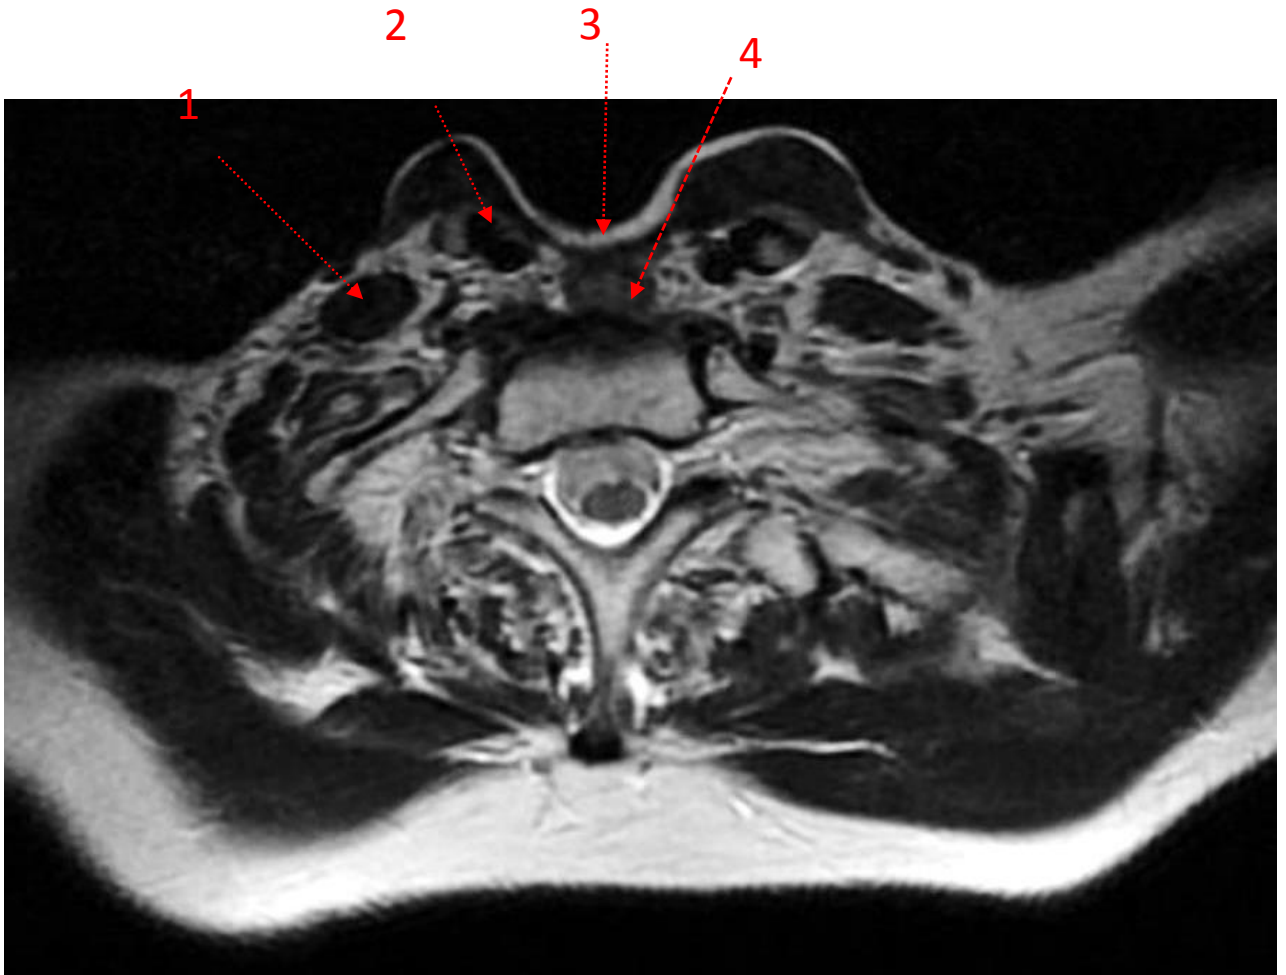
МРТ мягких тканей шеи с внутривенным контрастированием от 12.12.2016 г, T2 (аксиальный срез).
